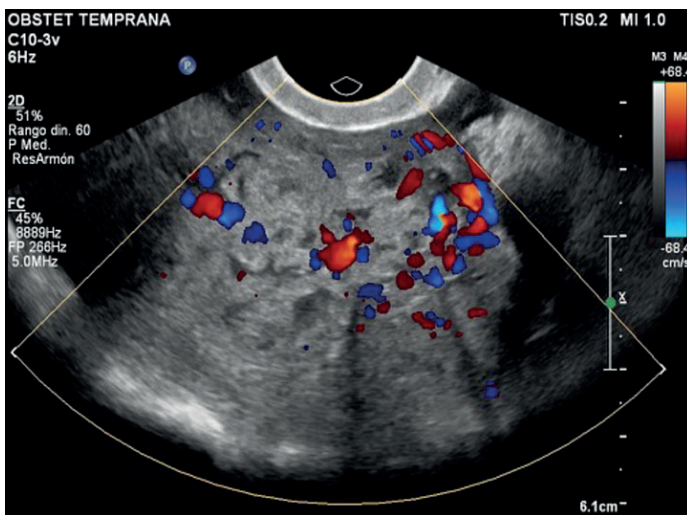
Anexo derecho con identificación de una masa irregular heterogénea, de ecogenicidad mixta marcada con captación al Doppler color.
